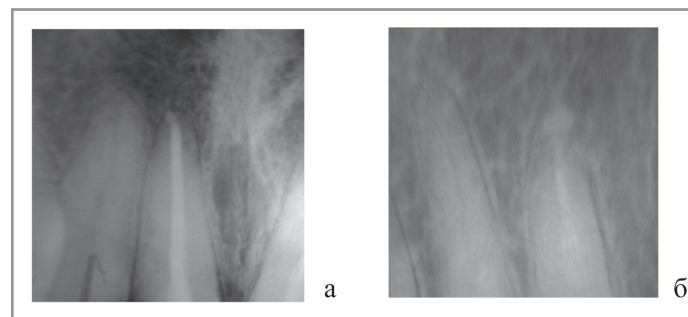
Збільшені відбитки внутрішньоротових рентгенограм коренів 11 (а) і 14 (б) зубів для ілюстрації прикладу щодо оцінювання якості герметизації кореневих отворів
